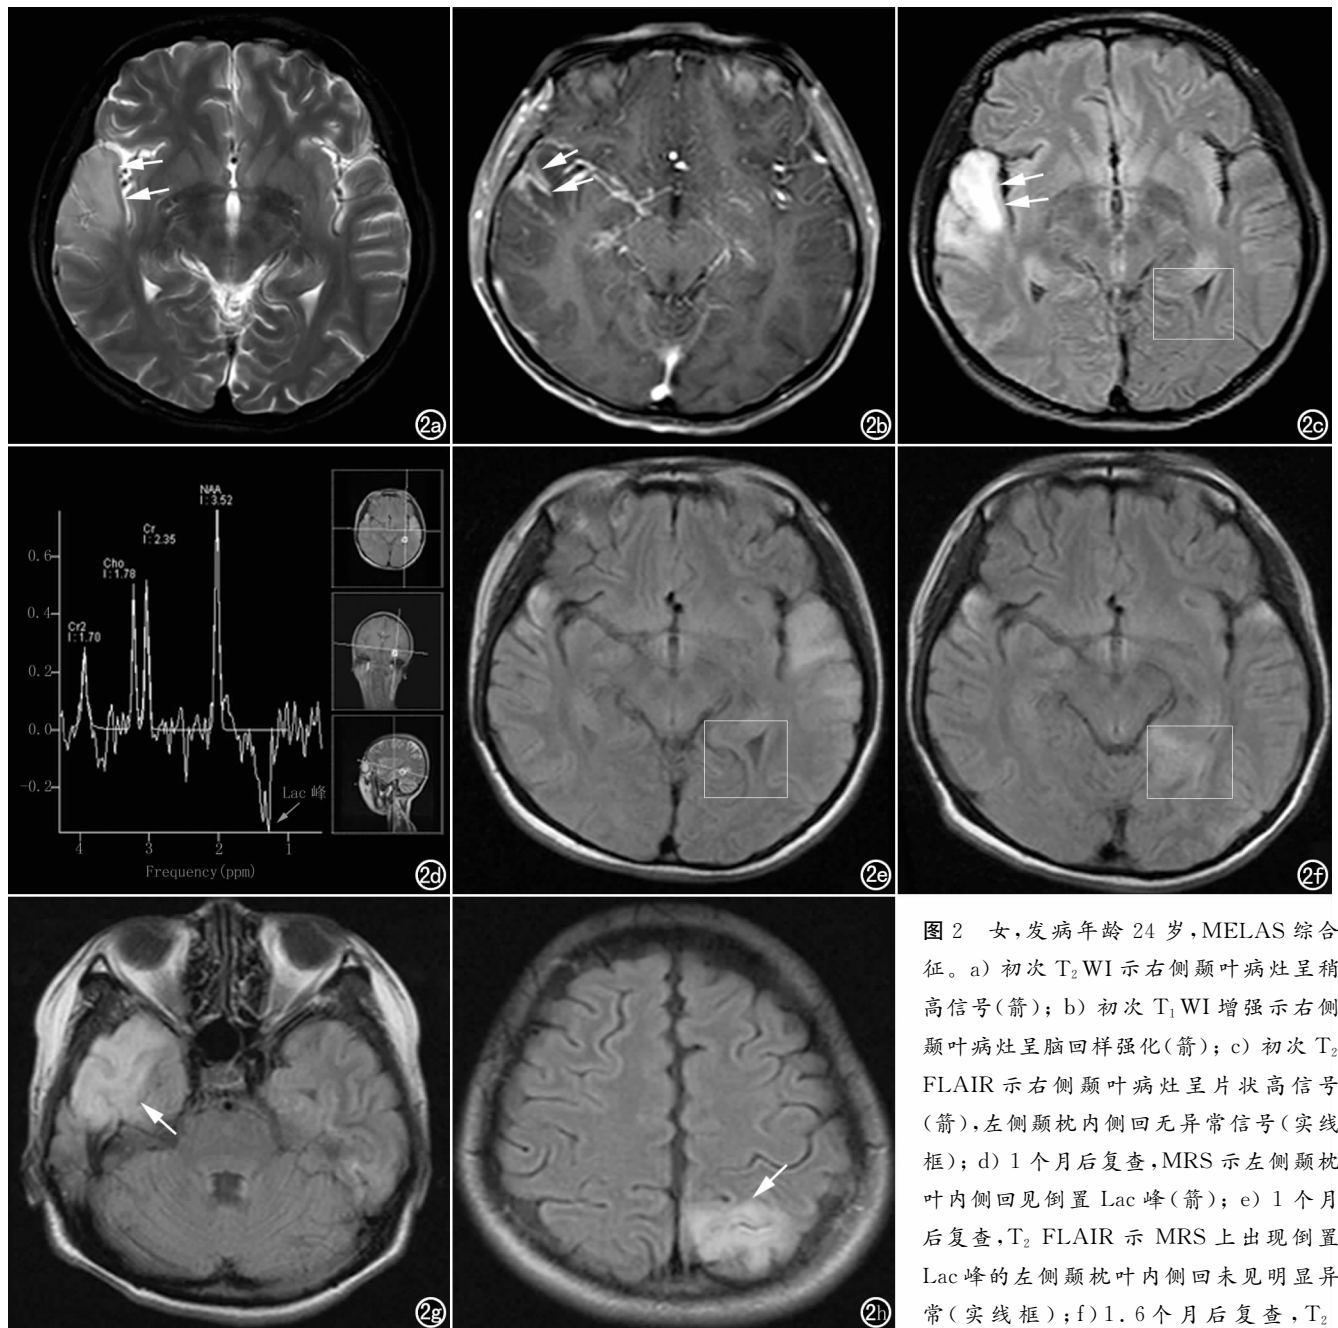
女,发病年龄 24 岁,MELAS 综合征。a) 初次 T₂WI 示右侧颞叶病灶呈稍高信号(箭); b) 初次 T₁WI 增强示右侧颞叶病灶呈脑回样强化(箭); c) 初次 T₂FLAIR 示右侧颞叶病灶呈片状高信号(箭),左侧颞枕内侧回无异常信号(实线框); d) 1 个月后复查,MRS 示左侧颞枕叶内侧回见倒置 Lac 峰(箭); e) 1 个月后复查,T₂FLAIR 示 MRS 上出现倒置 Lac 峰的左侧颞枕叶内侧回未见明显异常(实线框); f) 1.6 个月后复查,T₂
